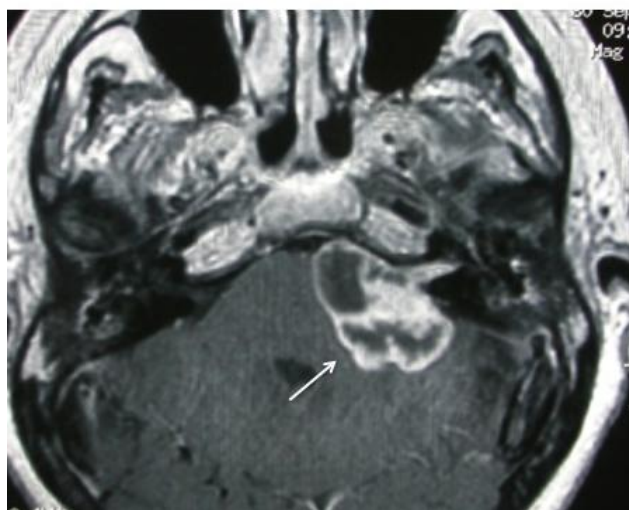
RM potenciada en T1 con gadolinio, en plano axial, en la cual se observa SV izquierdo quístico de gran tamaño (flecha).
